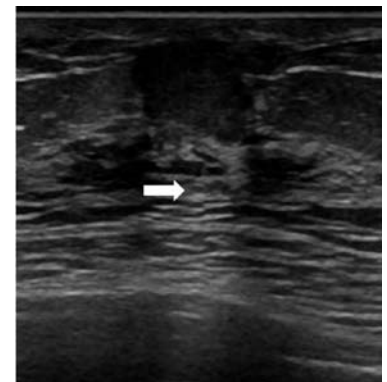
後方エコー増強(乳腺；線維腺腫) 内部の減衰が小さいため、矢印部の輝度が上昇している。
